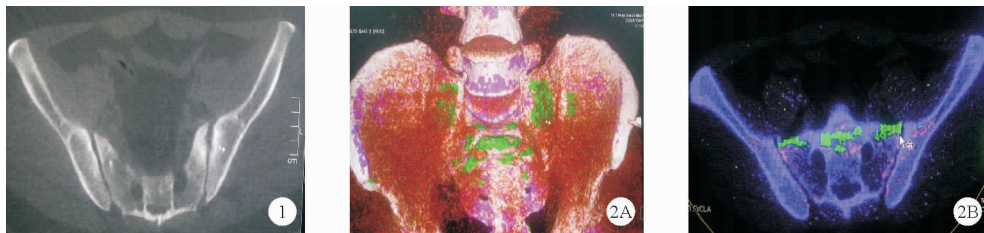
患者骶髂关节 CT 检查结果:左侧骶髂关节间隙增宽,关节面毛糙、硬化、边缘不光滑似见虫蚀状破坏影 图2 患者骶髂关节 DECT 检查结果:双侧骶髂关节间隙、内、左侧骶前孔内、盆壁内外及肌肉内多发痛风结晶(绿色所示)沉积(A:三维结构;B:骨窗)
